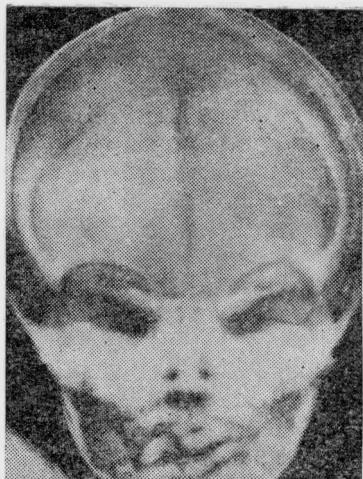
Рентгенограмма черепа новорожденного. Виден метопический лобный шов
